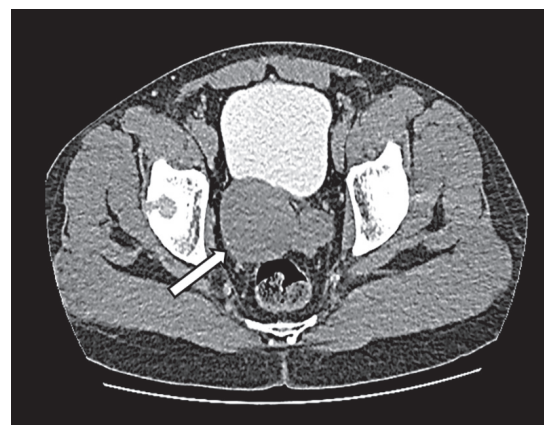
Компьютерная томограмма (поперечный срез, венозная фаза): в малом тазу сзади и справа от мочевого пузыря – крупная киста семенного пузырька (стрелка)
